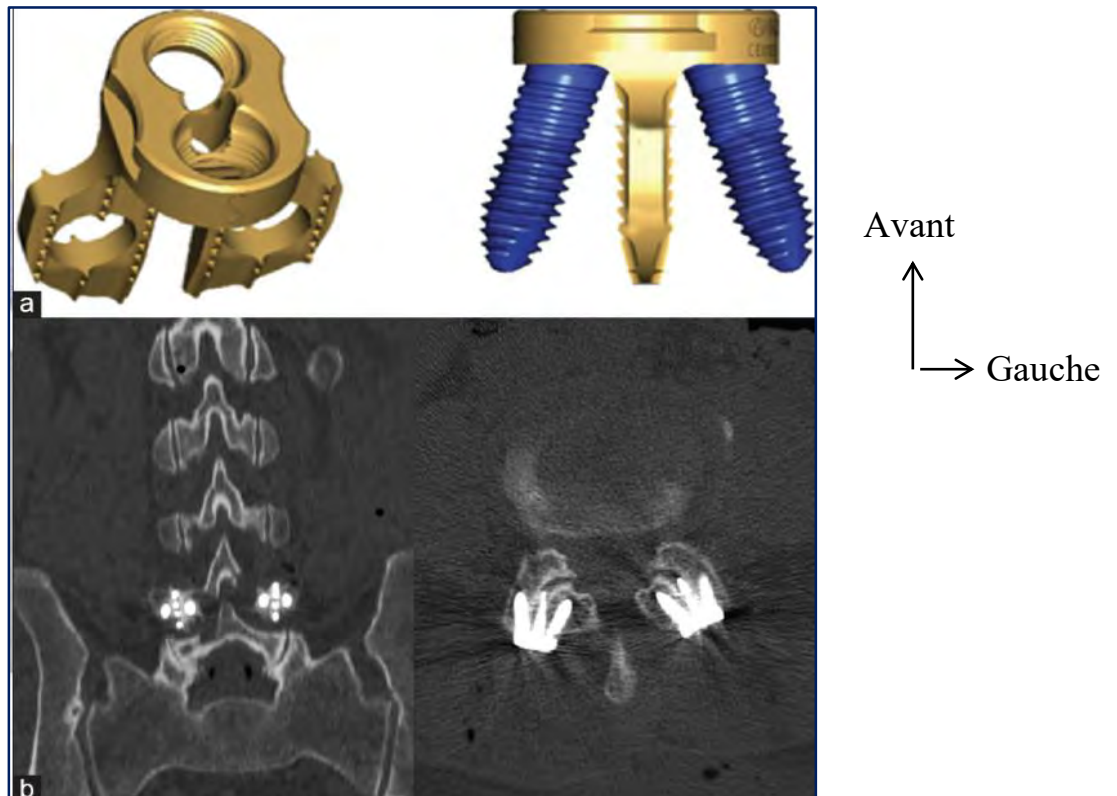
A : dispositif FacetWedge B : radiographie postopératoire face et profil du rachis lombaire avec ce dispositif placé en L4-L5 bilatéraux [46].
